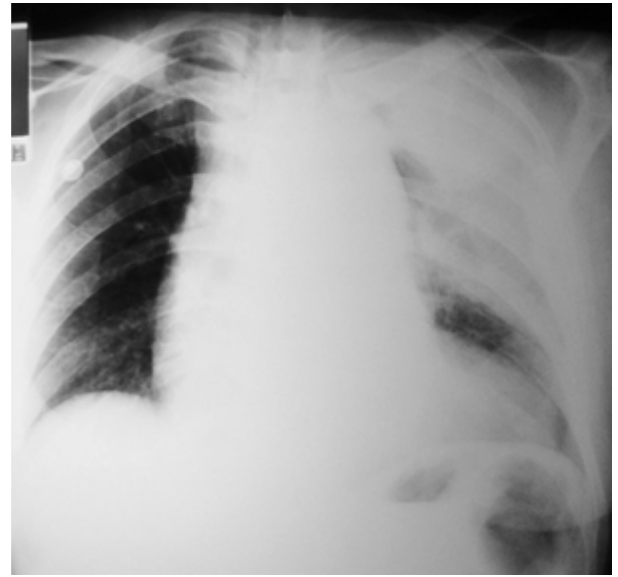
Göğüs radyografisinde aort lateral duvarı ile intimal kalsifikasyon arasındaki mesafenin geniş olduğu görülmektedir.
